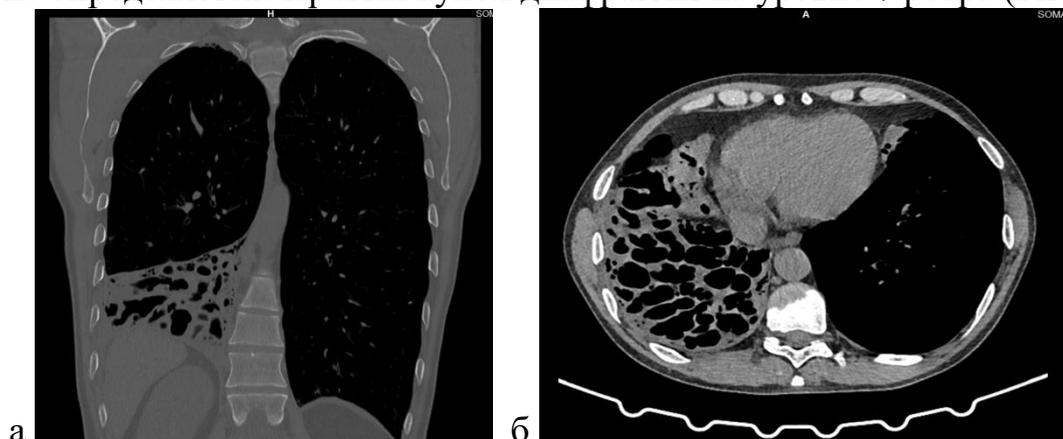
Компьютерные томограммы (а, б) полученные при исследовании органов грудной клетки пациента А
